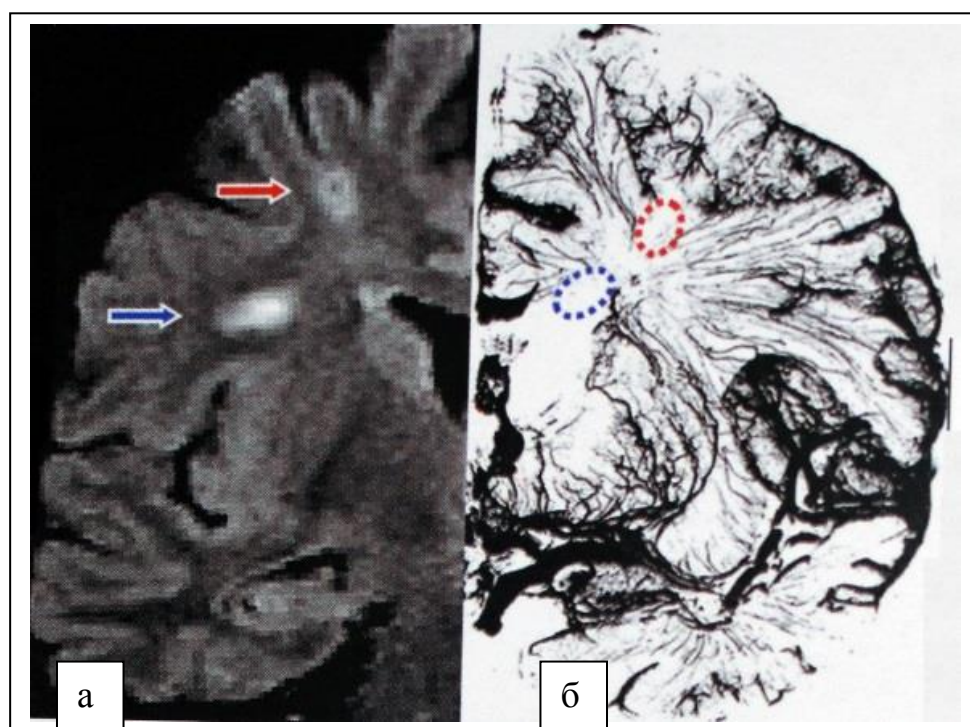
Варианты внутренних инфарктов в зоне смежного кровоснабжения: а – МРТ-FLAIR-режим, коронарная проекция – инфарктные изменения лучистого венца между поверхностными и глубокими перфорантными артериями средней мозговой артерий (нижний очаг) и между поверхностными перфорантными артериями средней и передней мозговой артерий (верхний очаг); б – посмертная ангиография, аксиальная проекция. Выделенные зоны характеризуются уменьшенным количеством мелких артериальных сосудов. Цит. по Хосе М. Вальдуэза с соавт. [5]
